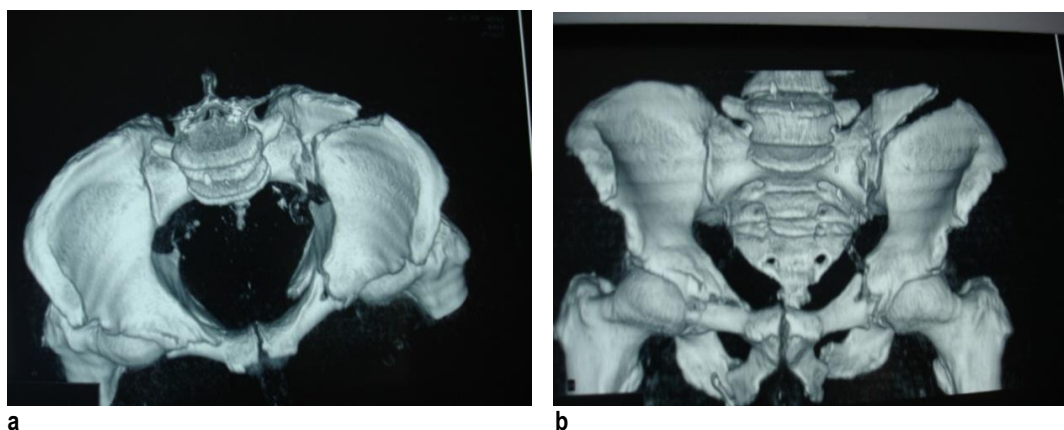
A,B, Examen CT reconstrucție 3D a unei fracturi C1.3
